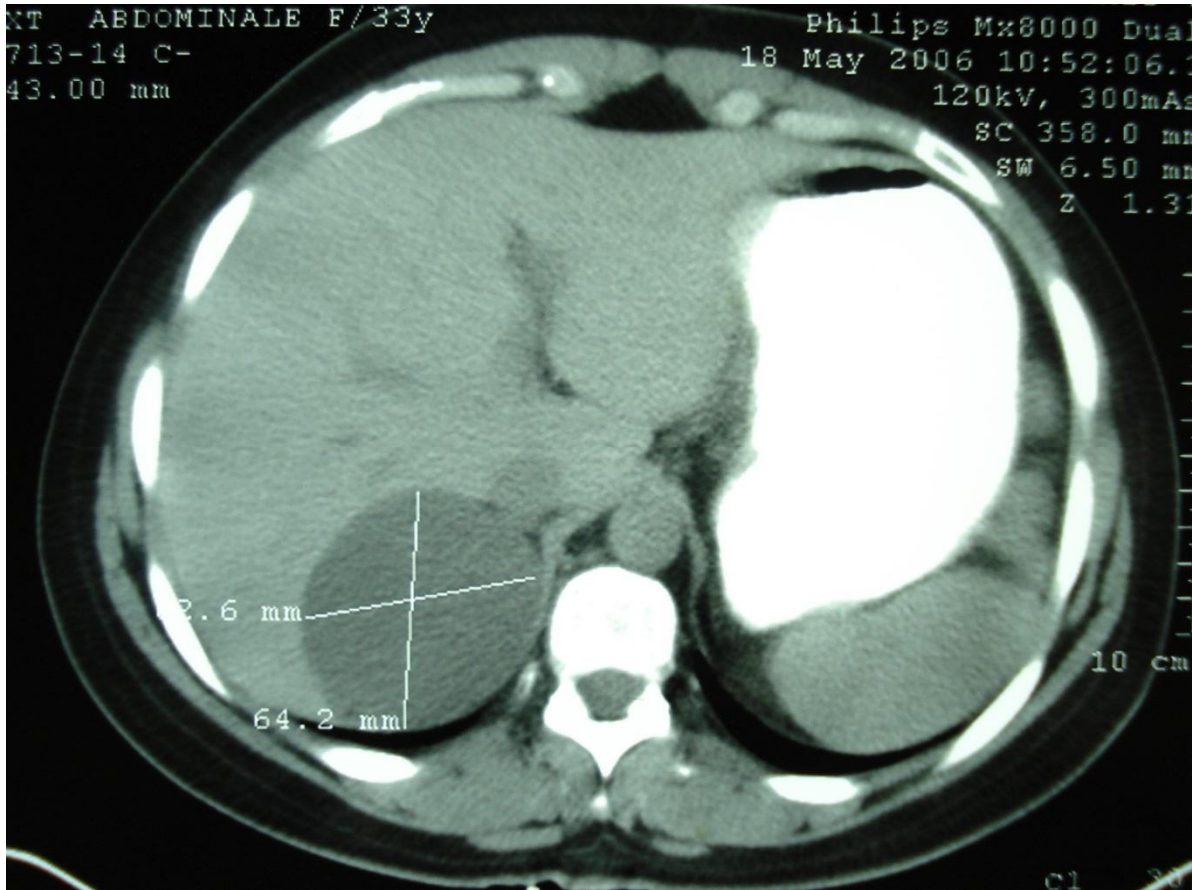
TDM abdominale montrant une lésion kystique de la surrénale droite au contact de la VCI
